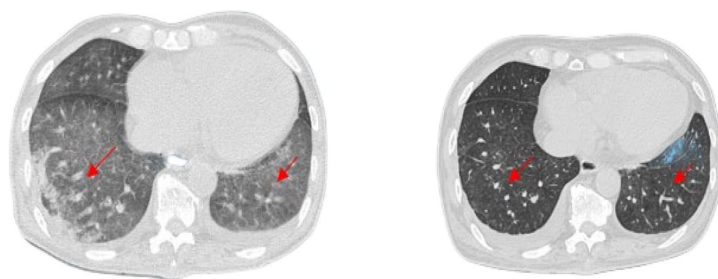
Comparison of chest CT before and after EGPA treatment: Diffuse patchy opacities in both lungs showed significant resolution (indicated by red arrows)
